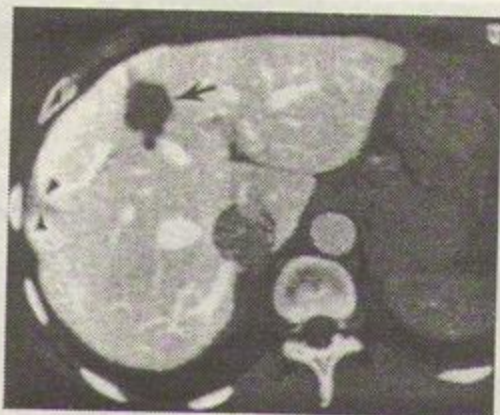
Examen CT al ficatului în perfuzie cu substanță de contrast. Săgețile indică prezența de metastaze ale unui adenocarcinom al colonului.
